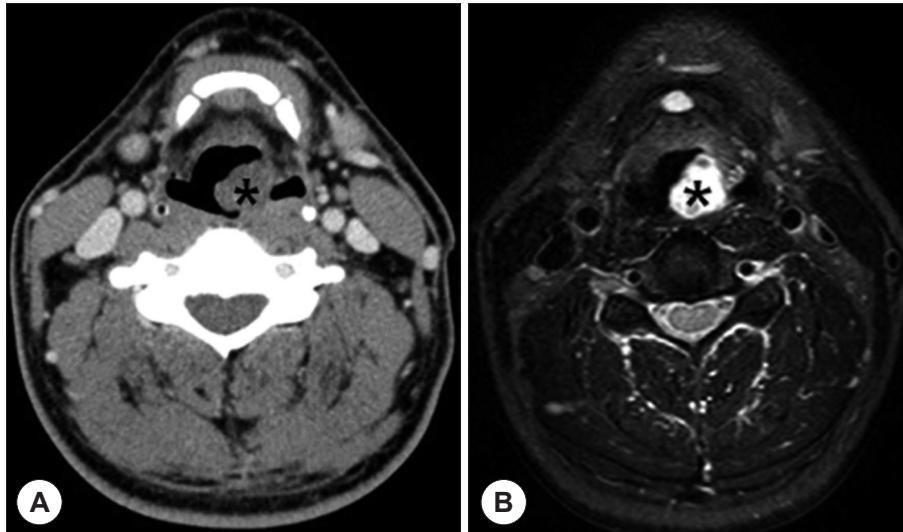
Imaging studies. A : Axial view of contrast enhanced Neck CT showed the 2.5×1.5×1.5 cm sized mildly enhancing mass (asterisk) on arytenoid area abutting posterior hypopharyngeal wall. B : Axial view of neck MRI with T2 weighted image showed high signal intensity mass on arytenoid area (asterisk) no evidence of invasion of hypopharyngeal wall or adjacent tissue.
